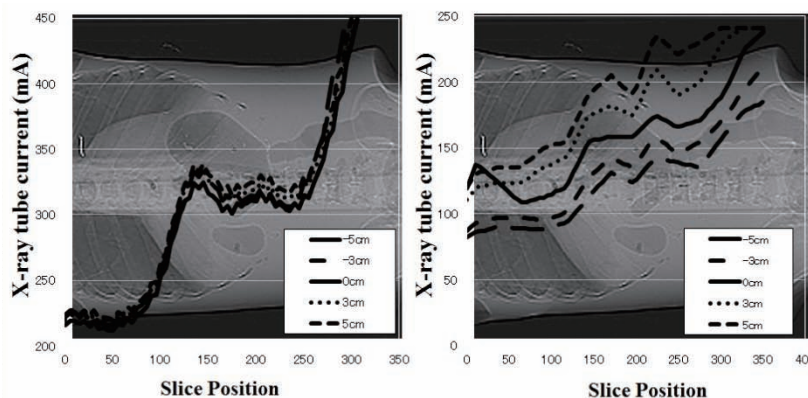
mA change of CT-AEC by different table heights、(a) Intelli EC、(b) other CT system
